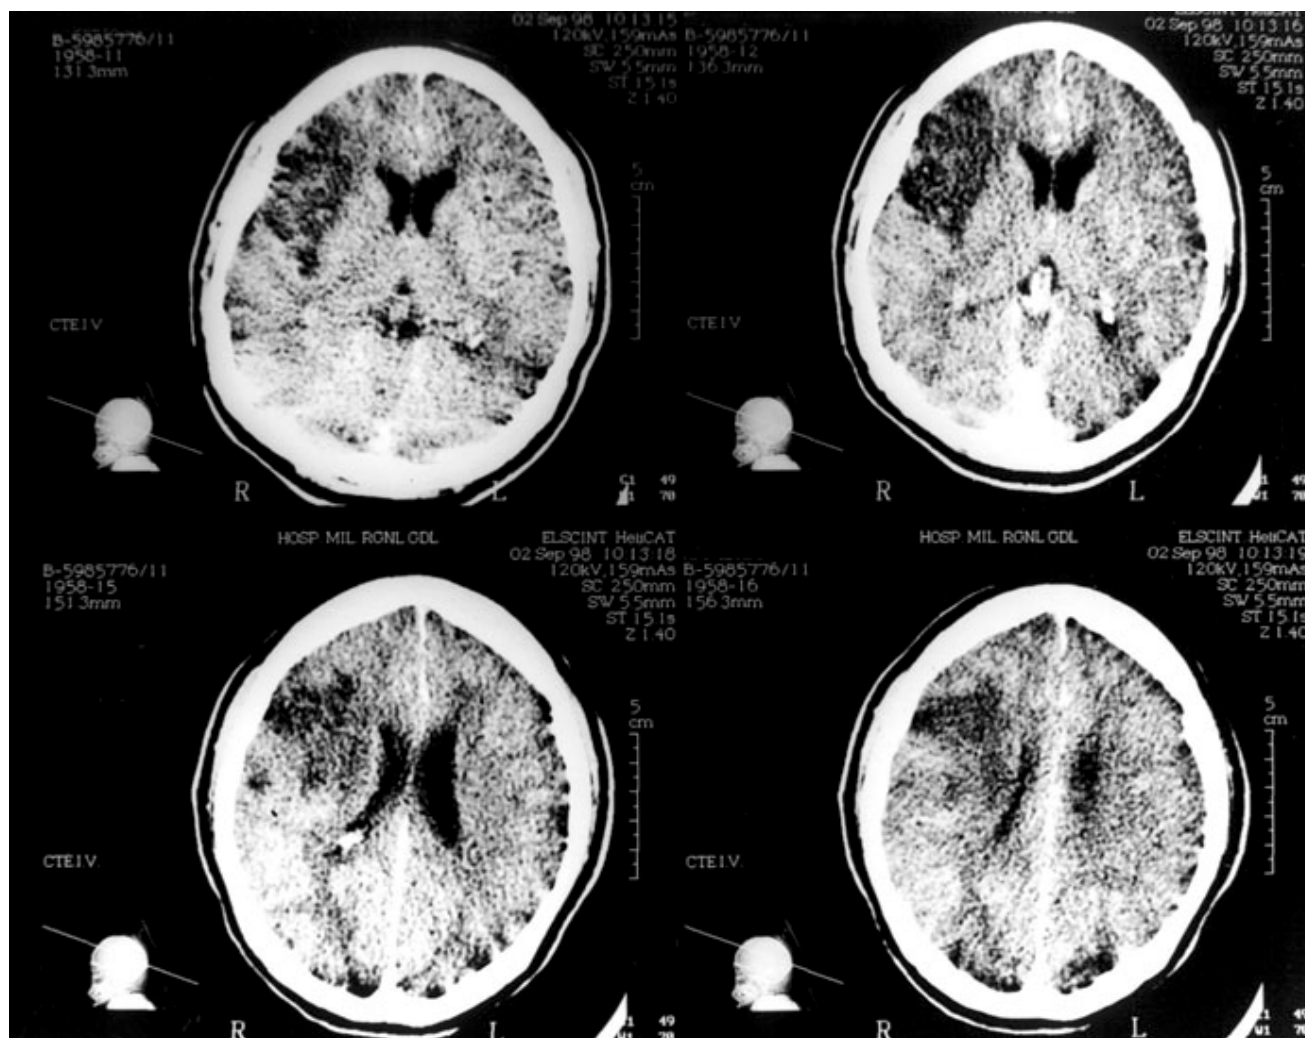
TAC de cráneo que muestra zona de isquemia en el territorio que corresponde a la arteria cerebral media izquierda.
